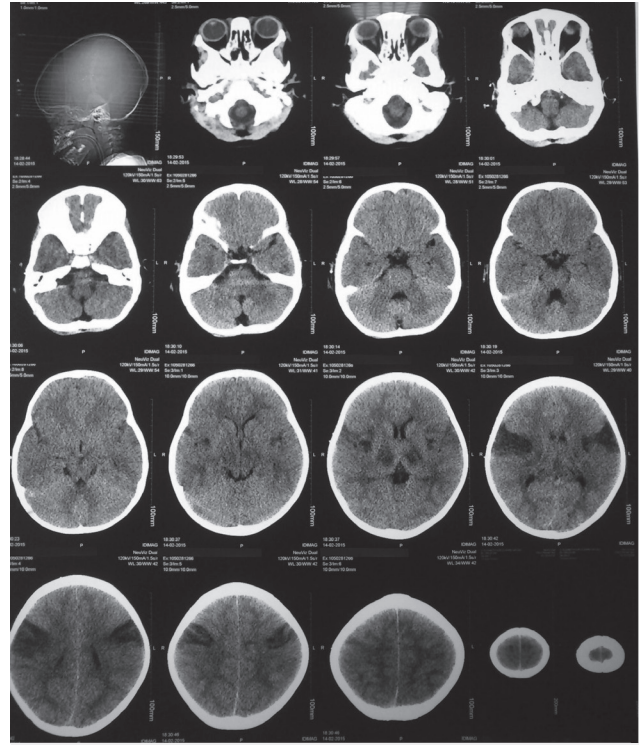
TAC cerebral donde se observan lesiones bilaterales y simétrica parietales y tálamicas de aspecto isquémico.
